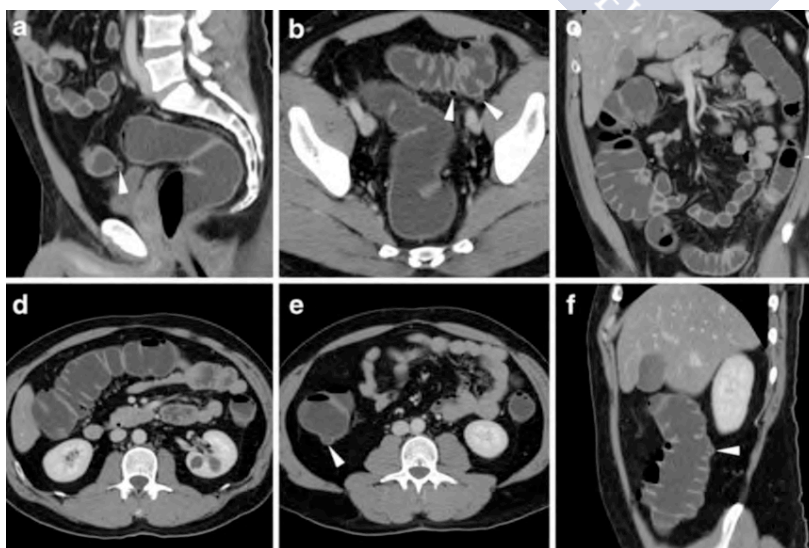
Enema de agua TAC en varón de 40 años con sospecha clínica de DA. Buena distensión del rectosigma (a, b), sigma proximal hipersegmentado y colon descendente distal con engrosamiento mural difuso leve y pequeños divertículos (puntas de flecha en a, b, c). Buena distensión del colon transverso derecho y del colon derecho (d-f) con al menos un divertículo en el colon ascendente. Extraída de ¹⁷⁴
